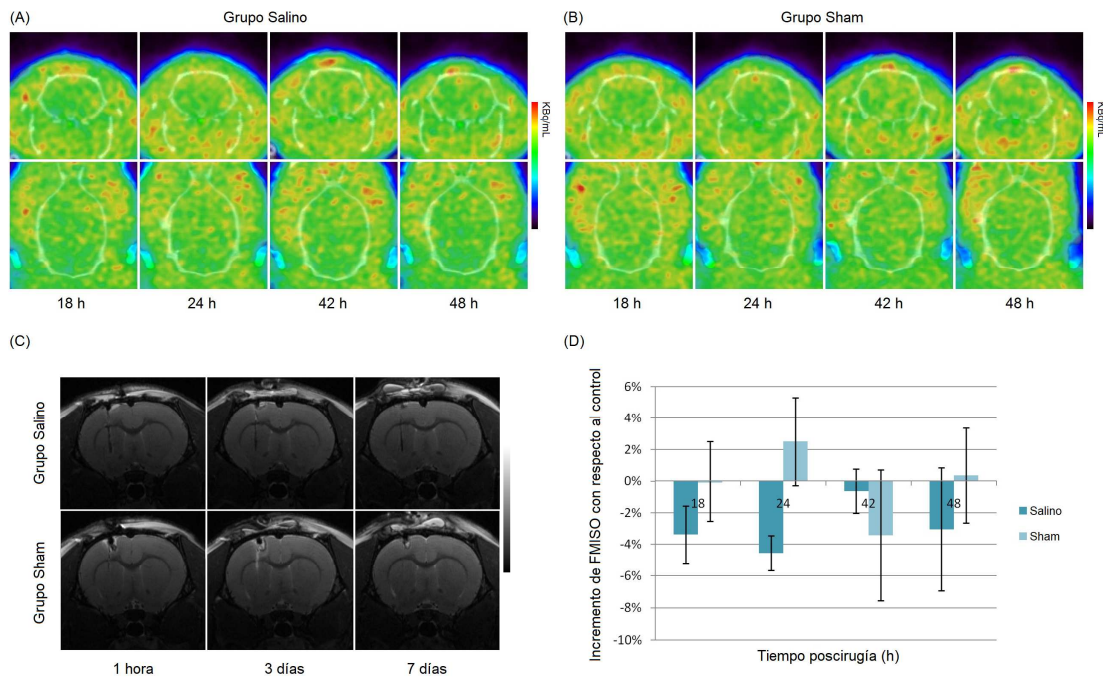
(A) Cortes transversales y horizontales de las imágenes longitudinales FMISO PET/CT (18, 24, 42 y 48 h posinducción) adquiridas en ratas del grupo control salino. (B) Cortes transversales y horizontales de las imágenes longitudinales FMISO PET/CT (18, 24, 42 y 48 h posinducción) adquiridas en ratas del grupo control sham. (C) Cortes transversales de las imágenes de MR adquiridas a las 1 h, 3 días y 7 días poscirugía en los mismos animales mostrados anteriormente. (D) Incremento de la captación de FMISO con respecto al grupo control en los grupos control salino y sham.
